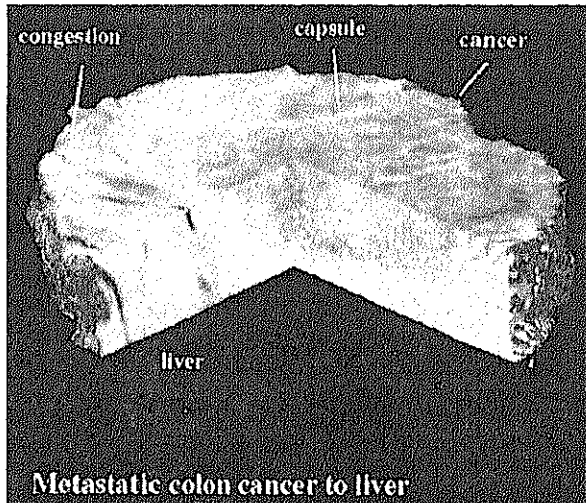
Phase-contrast x-ray CT imaging of human metastatic colon cancer to liver. Diameter of object: 10mm.
